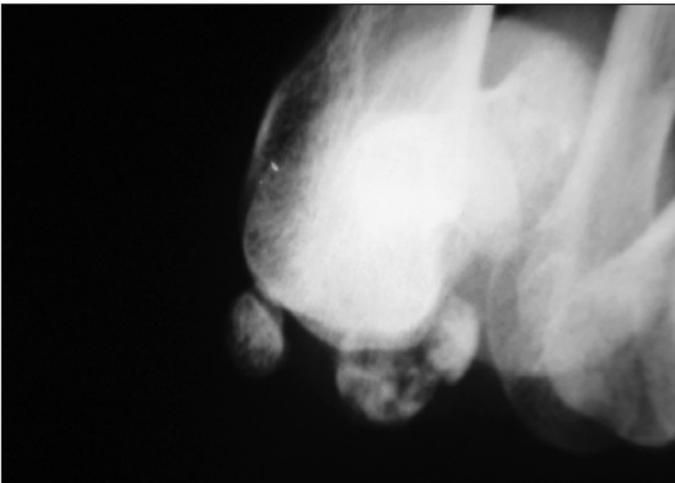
Radiografia evidenciando osteonecrose de sesamoide fibular após não consolidação de fratura.
